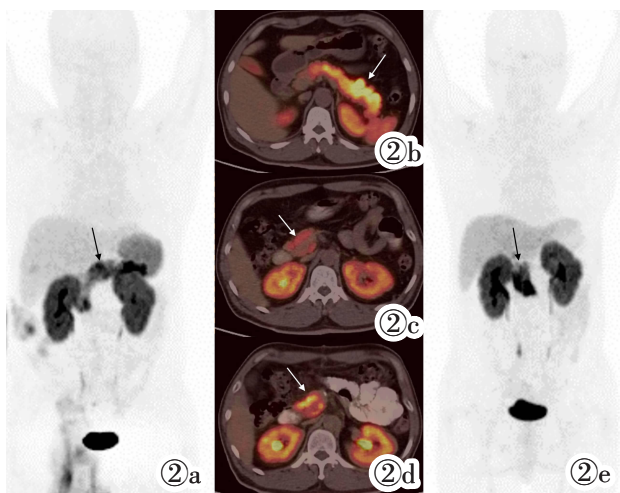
~2c 治疗前 ¹⁸F-AIF-NOTA-奥曲肽 PET/CT 图像。¹⁸F-AIF-NOTA-奥曲肽 PET/CT 的 MIP 图(图 2a)和横断位图像(图 2b, 2c)示胰腺呈弥漫性 ¹⁸F-AIF-NOTA-奥曲肽代谢增高(箭头),SUVmax 为 19.7。图 2d, 2e 善龙治疗 1 年后 ¹⁸F-AIF-NOTA-奥曲肽 PET/CT 图像。¹⁸F-AIF-NOTA-奥曲肽 PET/CT 的横断位图像(图 2d)和 MIP 图(图 2e)示胰头饱满并弥漫不均匀,¹⁸F-AIF-NOTA-奥曲肽代谢升高(箭头),SUVmax 为 21.4。
